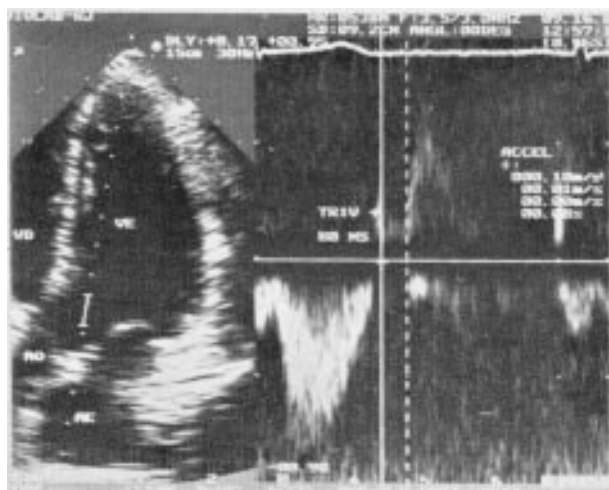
Avaliação do TRIV (intervalo de tempo entre o ruído de fechamento aórtico e o início do fluxo mitral) através do Doppler pulsado com amostragem na via de saída do VE.
